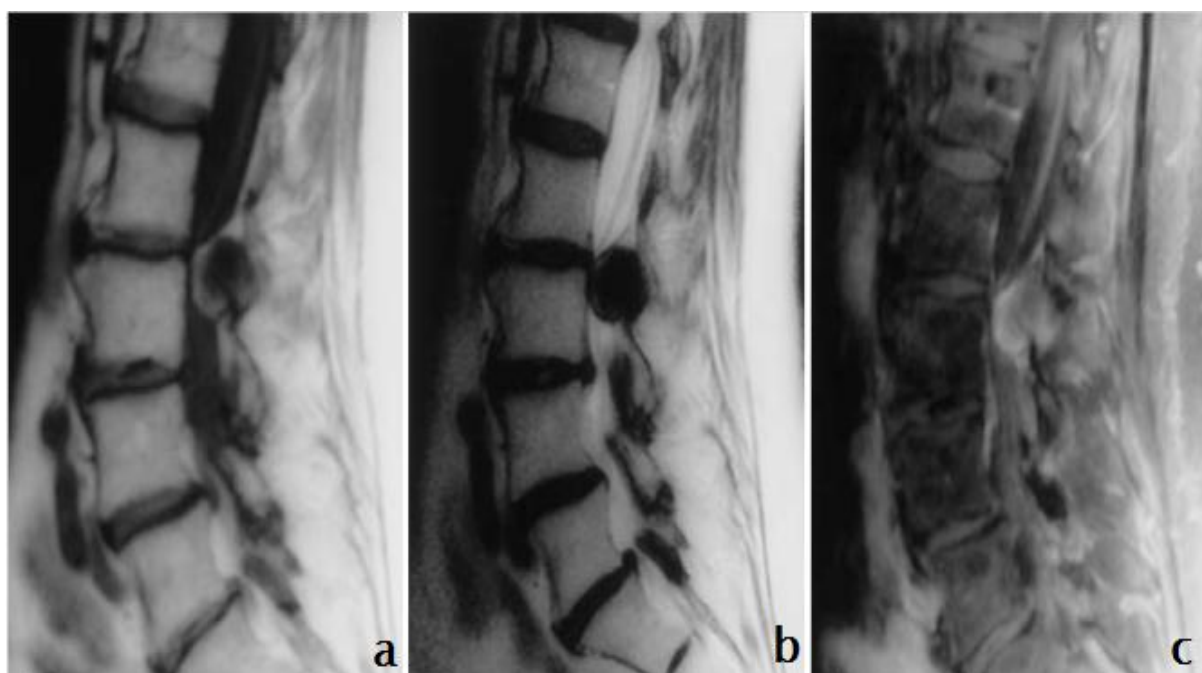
IRM en coupes sagittales montrant un HERS à la phase aiguë. Hypointense en T2(a) et isointense en T1(b) [106].
